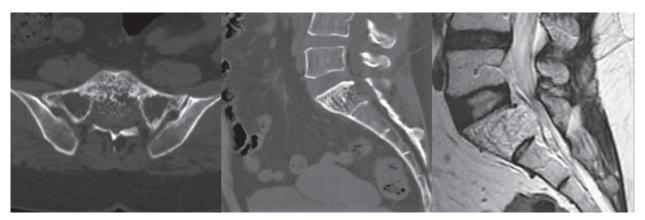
КТ- и MPT-сканы S1 позвонка до операции
